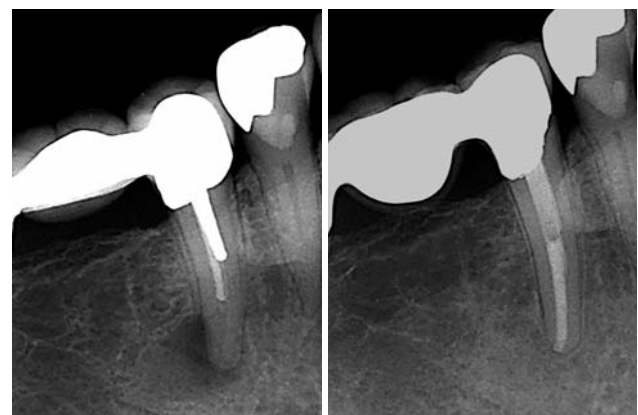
Röntgenausgangsaufnahme Zahn 45 mit einer 4 x 5 mm kreisförmigen abgegrenzten apikalen Aufhellung. Die Wurzelkanalfüllung erscheint deutlich kürzer als die tatsächliche Wurzellänge. Der Zahn wurde mit einem Stiftstumpfaufbau und einer Brückenversorgung restauriert. – Abb. 5b: Zwei Jahre nach Abschluss der Revisionsbehandlung und Neuanfertigung der Brücke ist die Patientin beschwerdefrei. Radiografisch ist ein gleichmäßig verfolgbare Desmodontalspalt erkennbar.
